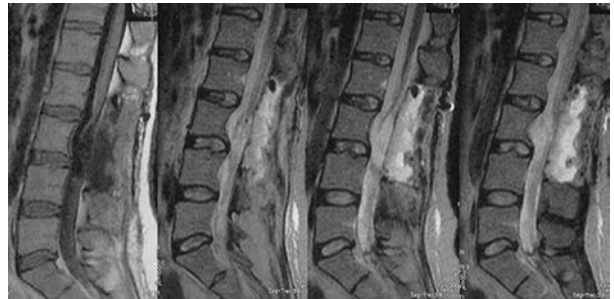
МРТ в T1 и T2 режимах. Тотальное удаление опухоли. Ранний послеоперационный период.
